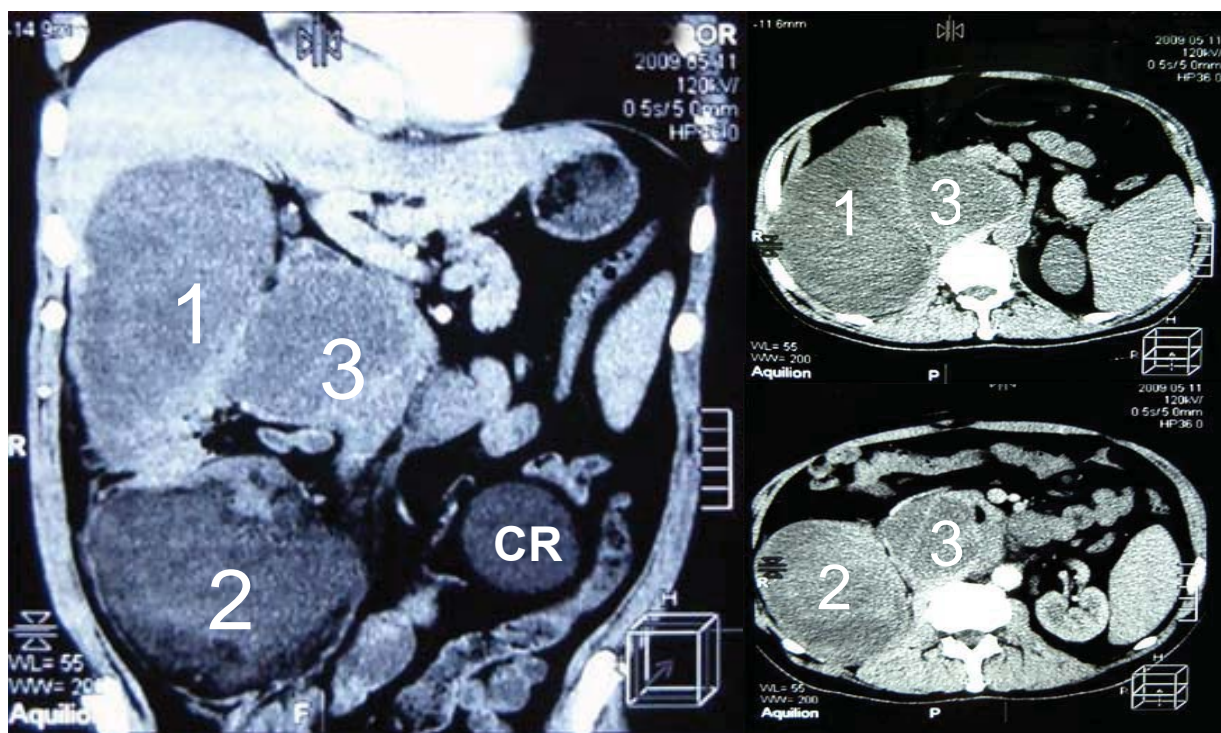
CT abdomenului: 1, 2, 3 – Noduli fibromatoși retroperitoneali ($\rho = 21-40$ UH); CR – chist renal
